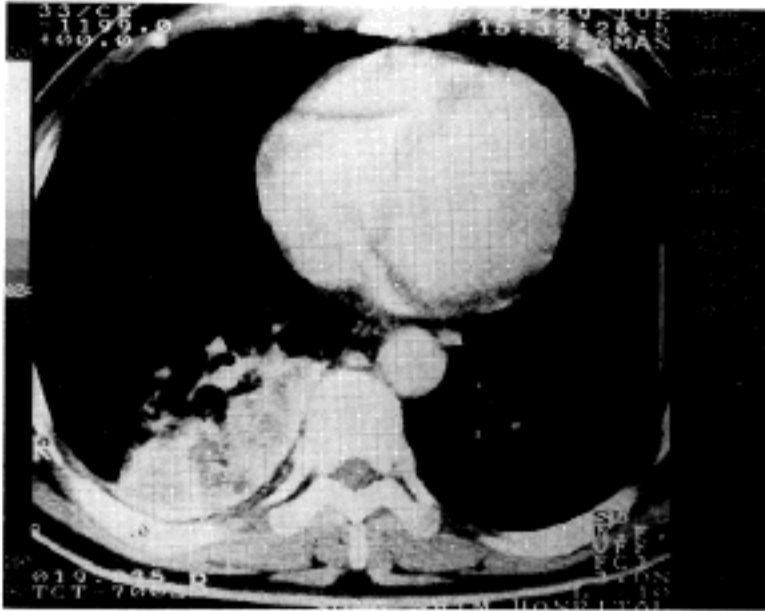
Chest CT shows consolidation with multiple low density and air cavities in superior segment of right lower lobe.
